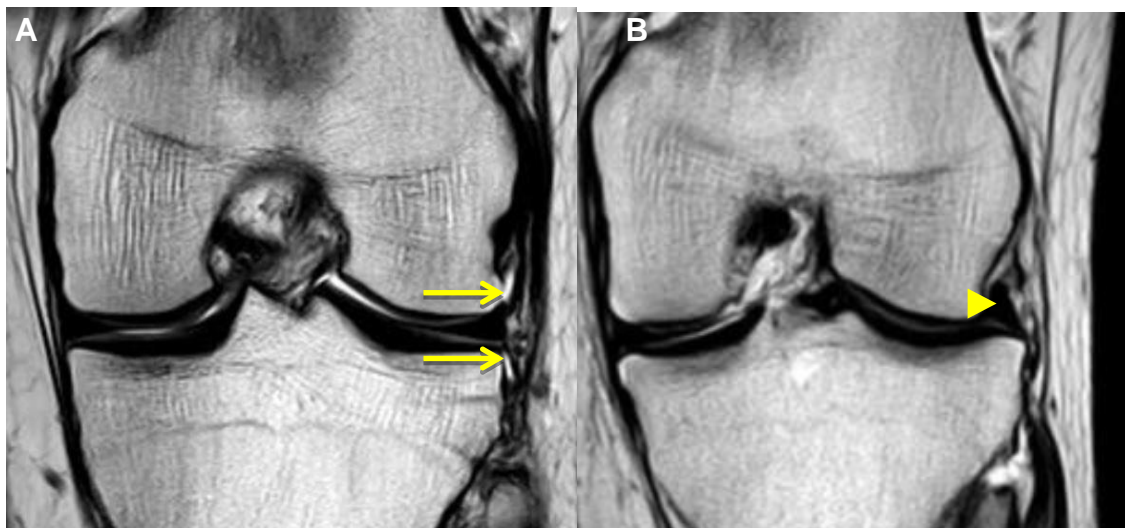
RM en el plano coronal que representa completamente el LAL que se muestra como una banda oscura y densa. A Una vista completa del LAL con flechas apuntando a su cuerpo, arriba, en y debajo del menisco lateral. B Una vista coronal señalando por la cabeza de flecha una ruptura de las fibras del LAL en su inserción meniscal
